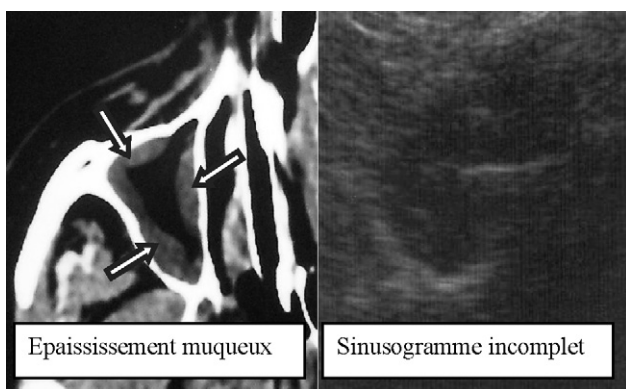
Principale cause de faux positifs en échographie de sinus. Un épaissement muqueux, visible ci-dessous sur le scanner des sinus (flèches) est susceptible d'être détecté par l'échographie en donnant une image de sinusogramme incomplet et ainsi permettre la réalisation d'une ponction du sinus, à tort.
